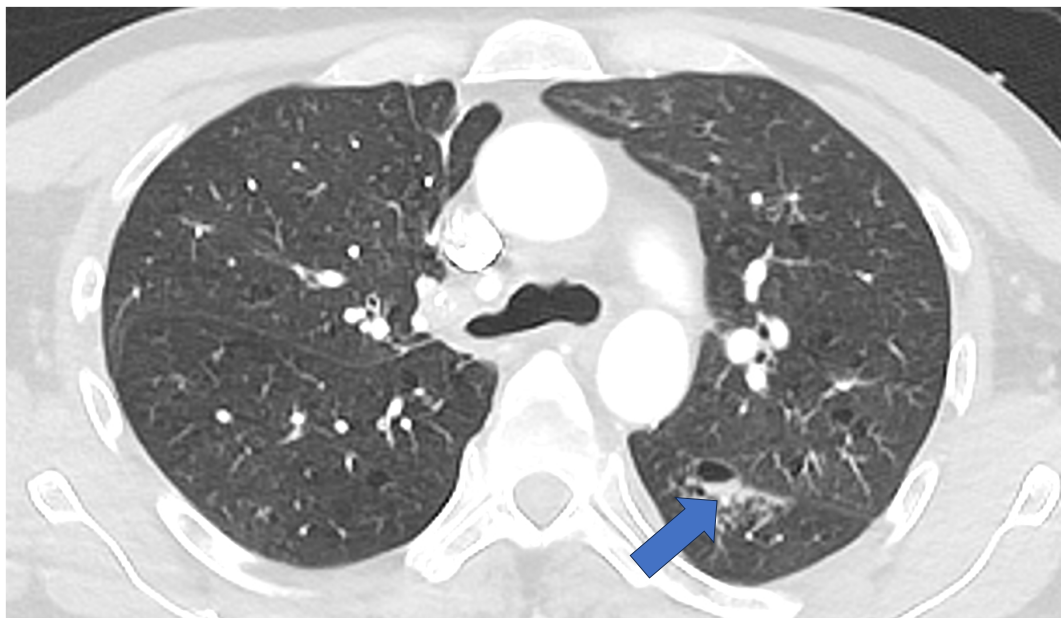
TC corte axial. Paciente con politraumatismo. Se observa una lesión quística (neumatocele) en el lóbulo inferior izquierdo (flecha).
